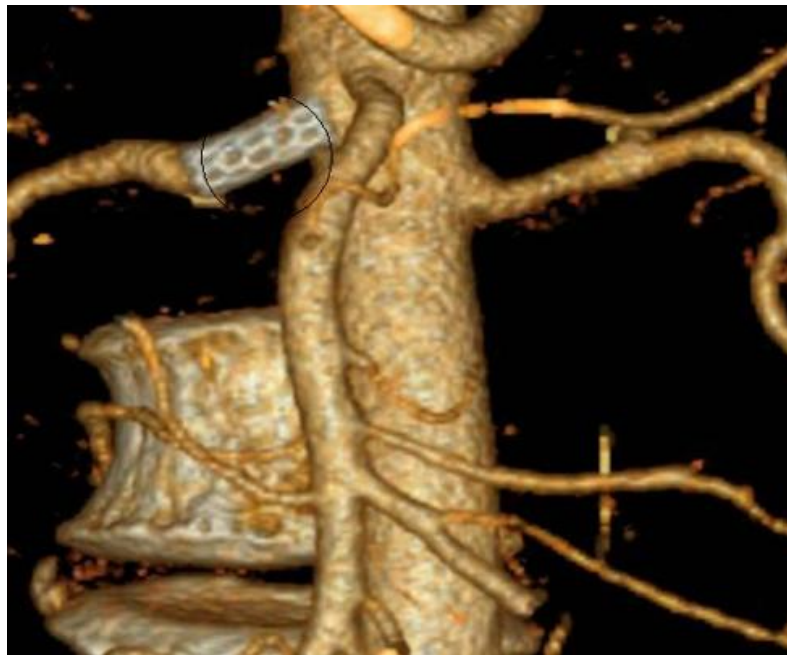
КТ-ангіографічний контроль через 1 рік після стентування критичного стенозу правої ниркової артерії.
